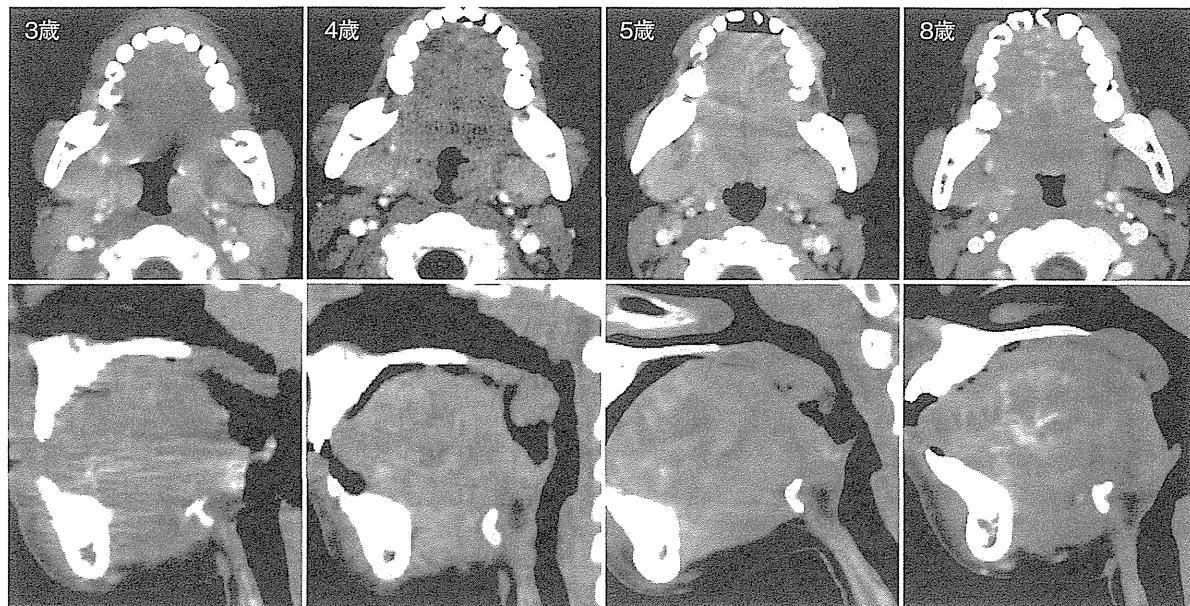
舌リンパ管腫内血管の経年変化（造影 CT）
